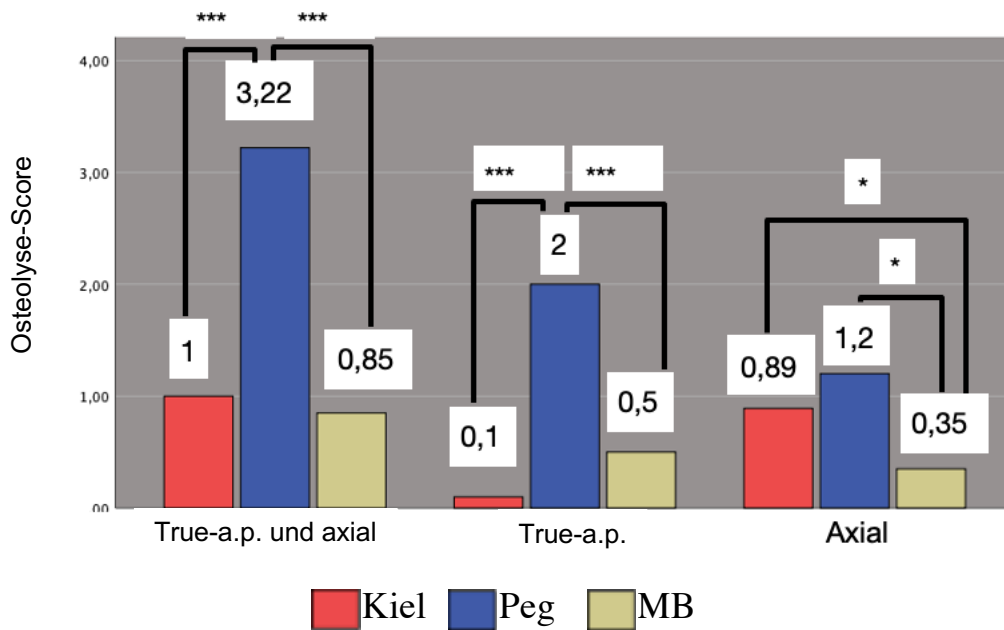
Osteolyse-Score insgesamt und pro Röntgenaufnahme im Gruppenvergleich (* entspricht $p < 0,05$,  entspricht $p < 0,01$; * entspricht $p = 0,001$)
